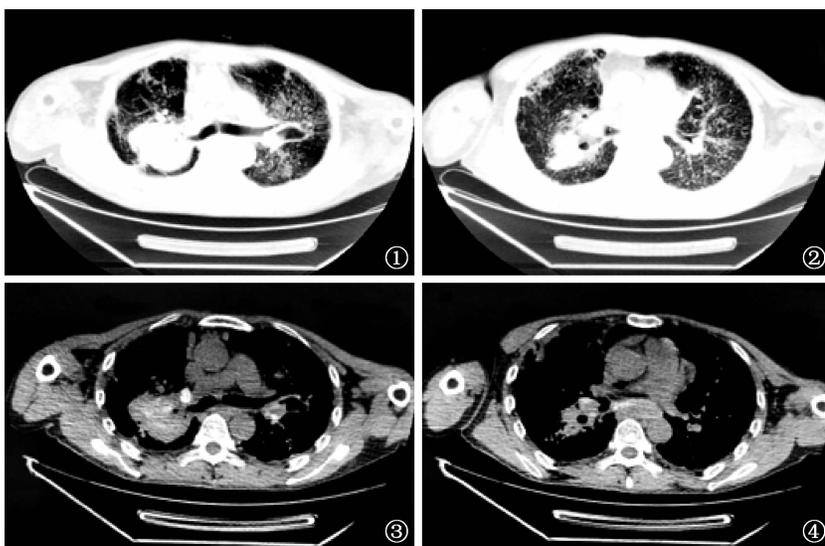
~4 患者,男,50 岁。胸部 CT 扫描(2020-07-06)显示,双肺弥漫分布粟粒状、斑片状及条索样密度增高影,边界欠清晰,密度不均匀,双肺上叶近肺门处病灶实变,以右肺为著,局部伴空洞形成,右肺上叶部分支气管变窄;双肺门可见增大的淋巴结,伴钙化;双侧胸膜增厚、粘连
